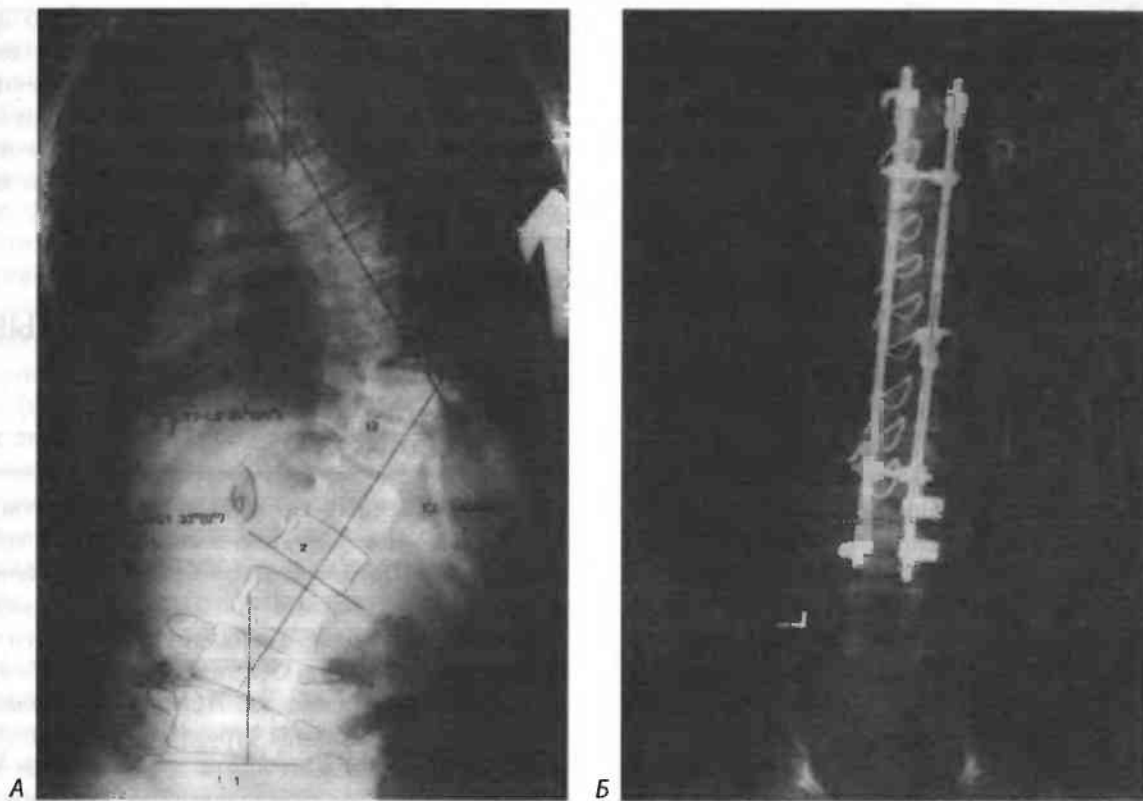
(А) Задняя прямая рентгенограмма (в положении стоя) 13-летней девочки с резким нарушением целостности грудного отдела позвоночника до операции. Способ измерения искривлений по Коббу. Цифры в скобках — степень коррекции деформации на рентгенограммах при наклонах в стороны. (Б) На рентгенограмме после операции показан избирательный правосторонний артродез в груднопоясничном отделе и корректор с Th_{III} по L_{II}. Самопроизвольное уменьшение компенсаторного поясничного изгиба влево после коррекции структурного груднопоясничного искривления
